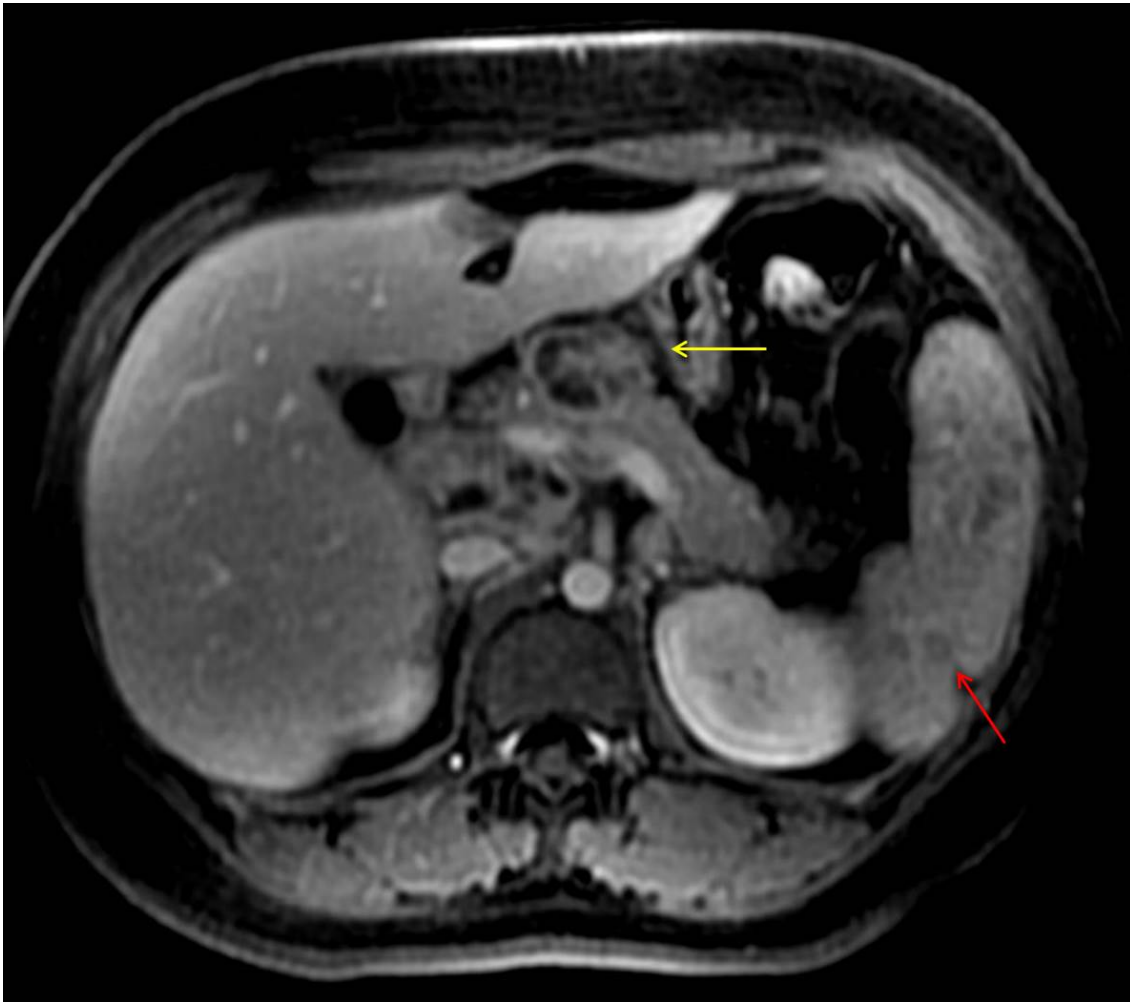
Reformatação axial de ressonância magnética do abdome, sequência ponderada em T1, após contraste endovenoso, evidencia linfonodomegalias necróticas no hilo hepático (seta amarela). Também se notam múltiplas pequenas lesões esplênicas hipovascularizadas (seta vermelha).
